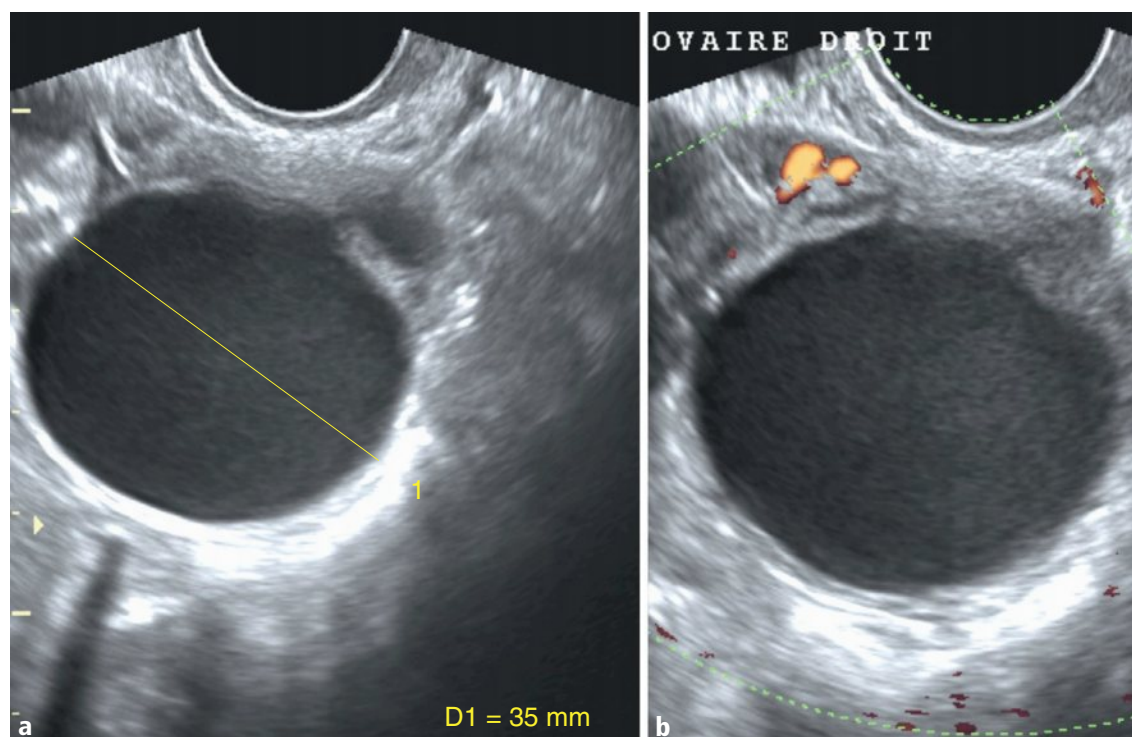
a, b Ovaire droit en coupe axiale en mode B, D1 = 35 mm (a), et en Doppler couleur (b).
